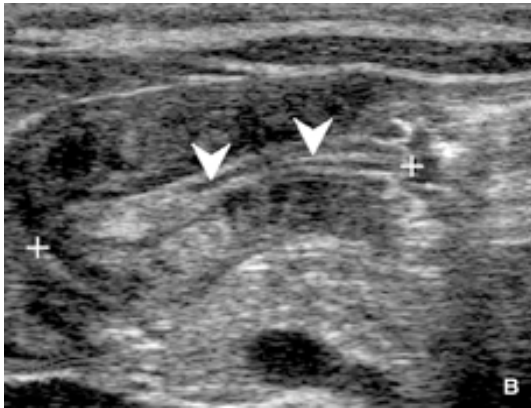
ultrason (les croix indiquent la longueur du canal pylorique) *
